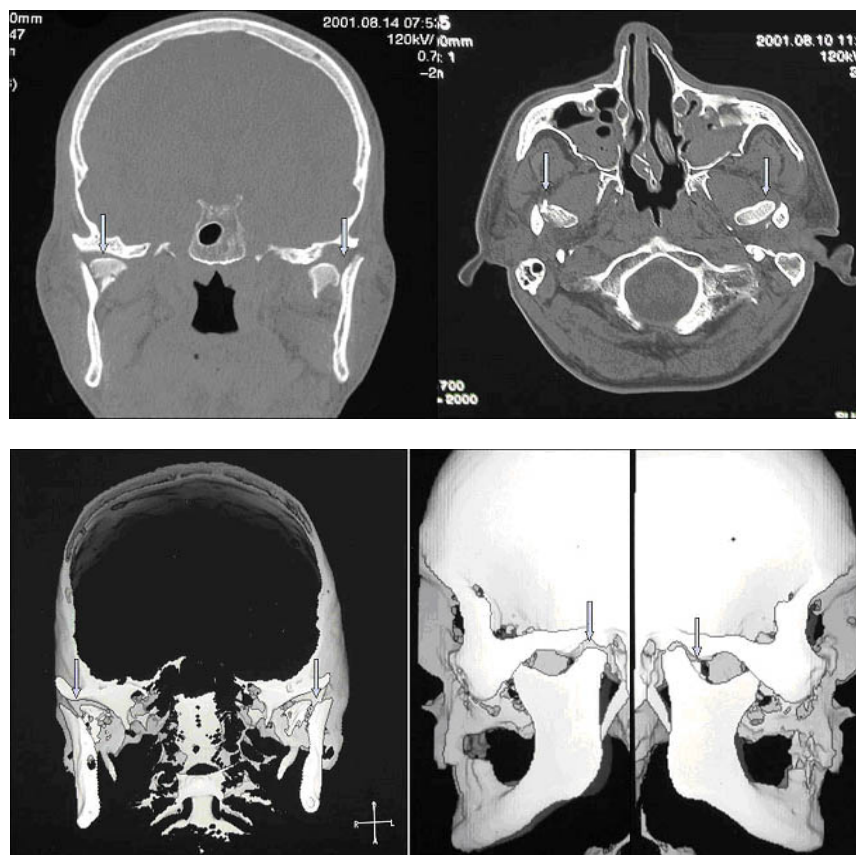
Fallbeispiel einer doppelseitigen Gelenkwalzenfraktur in der CT Darstellung koronar (links oben), axial (rechts oben) und in 3 D-Rekonstruktion [71]
